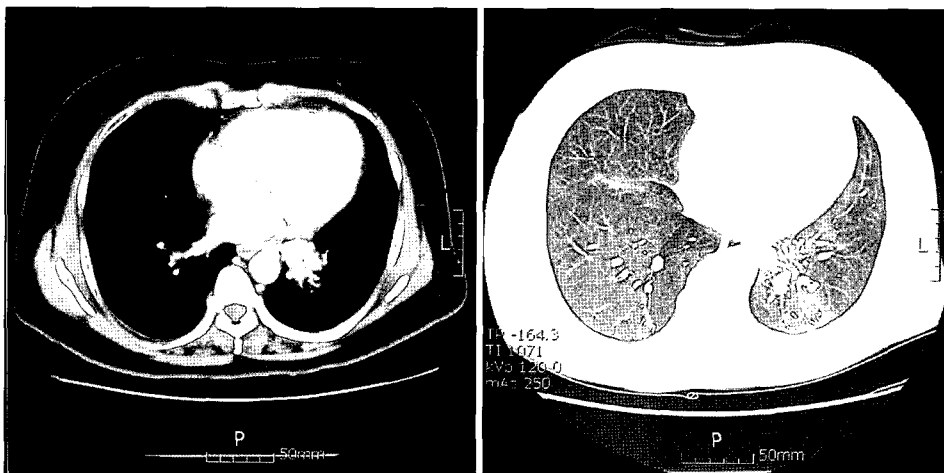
Preoperative chest CT shows relatively hypoplastic left main pulmonary artery and anomalous systemic artery originating from the descending aorta supplying the basal segment of left lower lobe. Normal branching pattern of the left lower lobar bronchus was seen. Additionally, diffuse dilatation of intrapulmonary peripheral vasculature, areas of ground-glass opacity were also noted in the involved basal segments.
